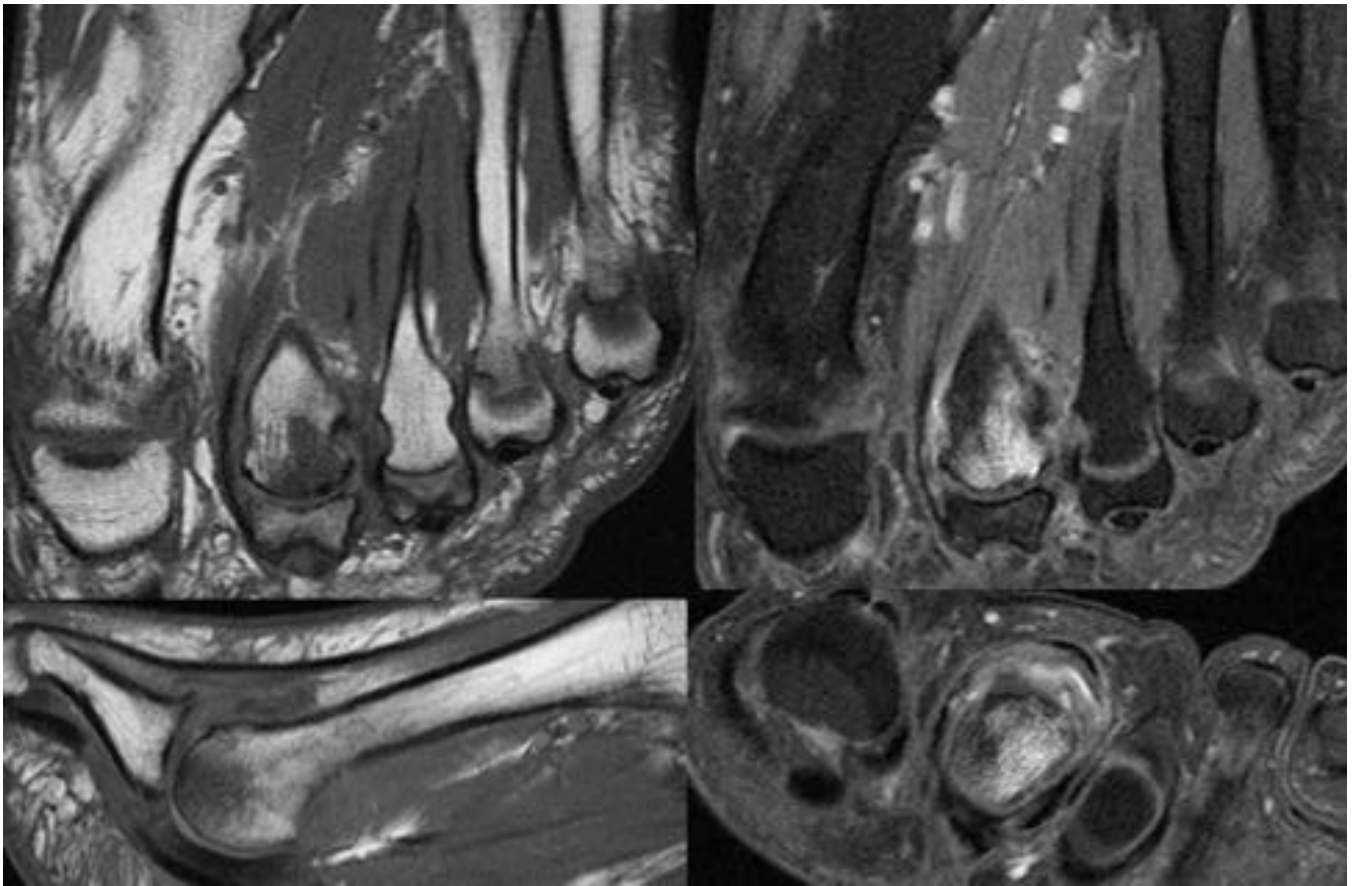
Enfermedad de Freiberg. RM de antepie en secuencias T1 muestran pérdida de la señal grasa no cabeza del segundo metatarsiano con una mayor intensidad de señal en las secuencias DP con supresión γ
